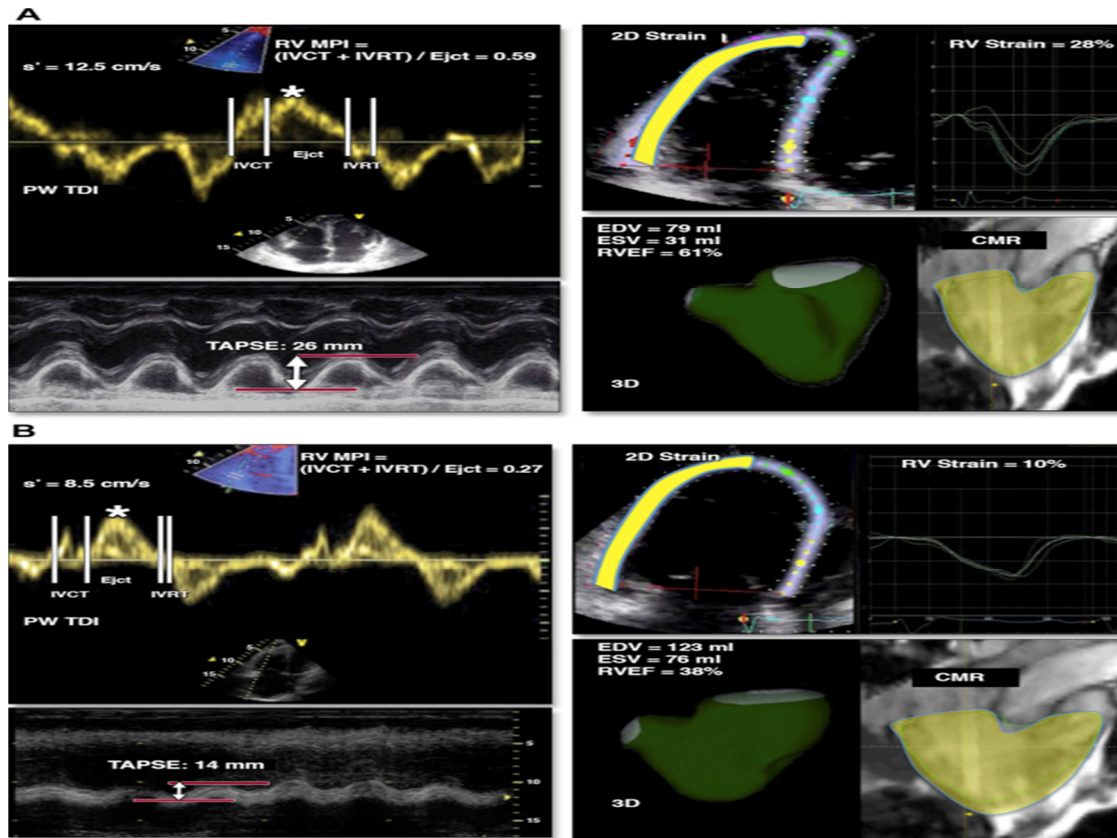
Evaluation échocardiographique avancée de la fonction du ventricule droit. Patient sain (A) et patient souffrant d'htap secondaire à une valvulopathie mitrale (B).
